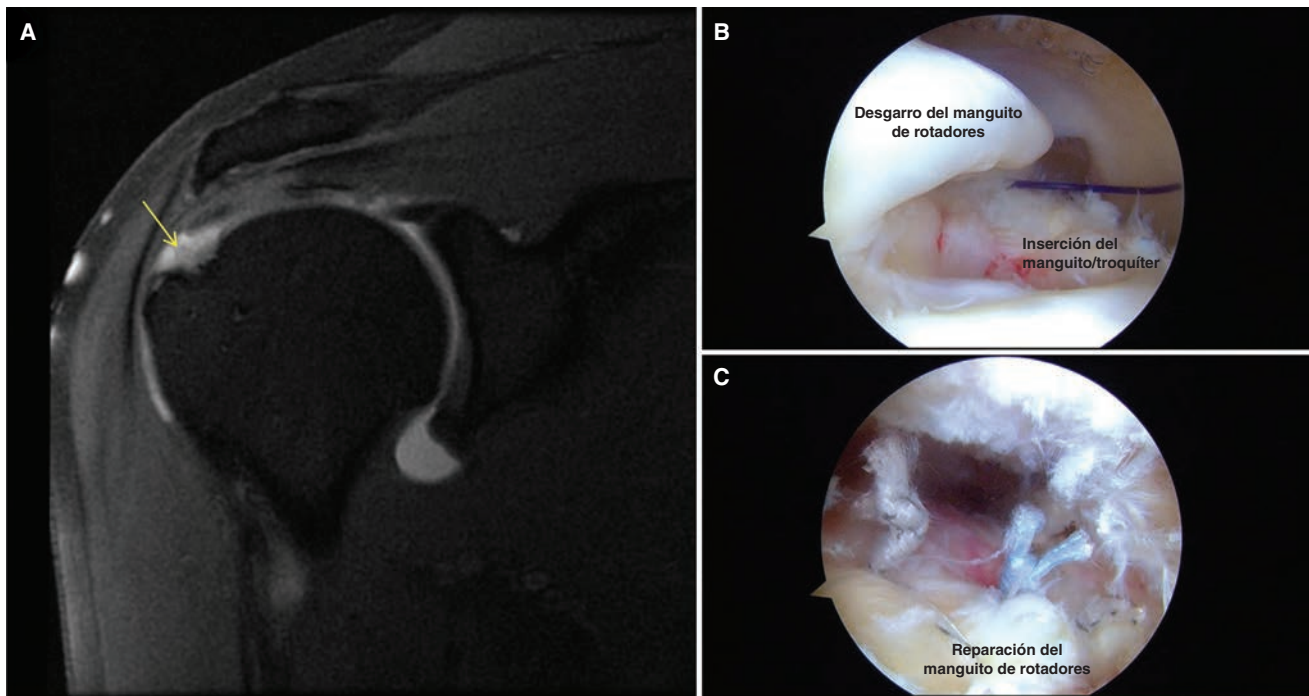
Estudio imagenológico y tratamiento de desgarros del manguito de los rotadores. A. Imagen de resonancia magnética coronal ponderada en T2 en que se advierte el desgarro de todos los planos y la retracción moderada (*flecha*) del tendón del supraespinoso. B. Imagen artroscópica en que se observa el desgarro del tendón del supraespinoso como si se le mirara desde el portal posterior durante la cirugía. C. Imagen artroscópica en que se detecta la reparación terminada del desgarro del tendón del supraespinoso por medio de suturas de anclaje dentro del troquíter humeral y suturas unidas que captan y reducen el tendón desgarrado a su sitio original de inserción.
